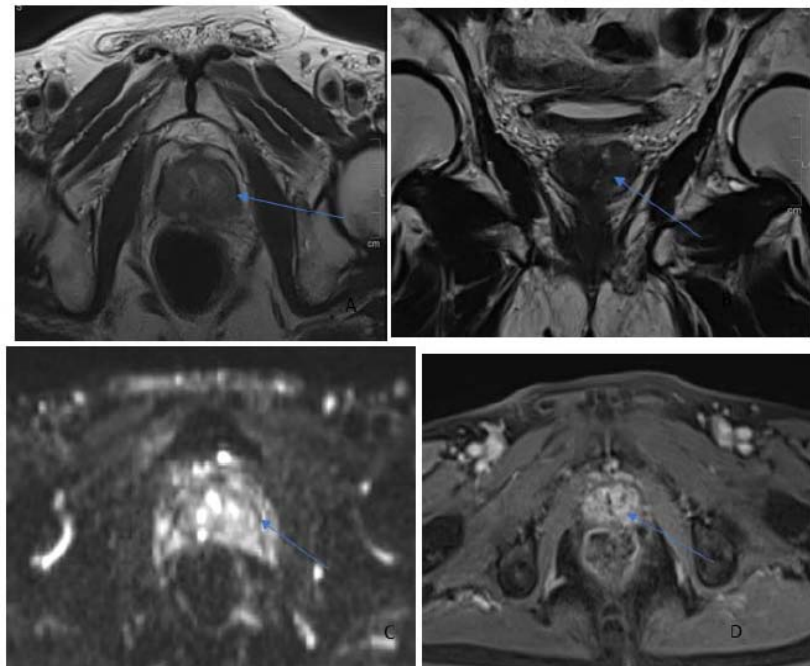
IRM multiparamétrique visualisant une lésion suspecte de malignité classée
